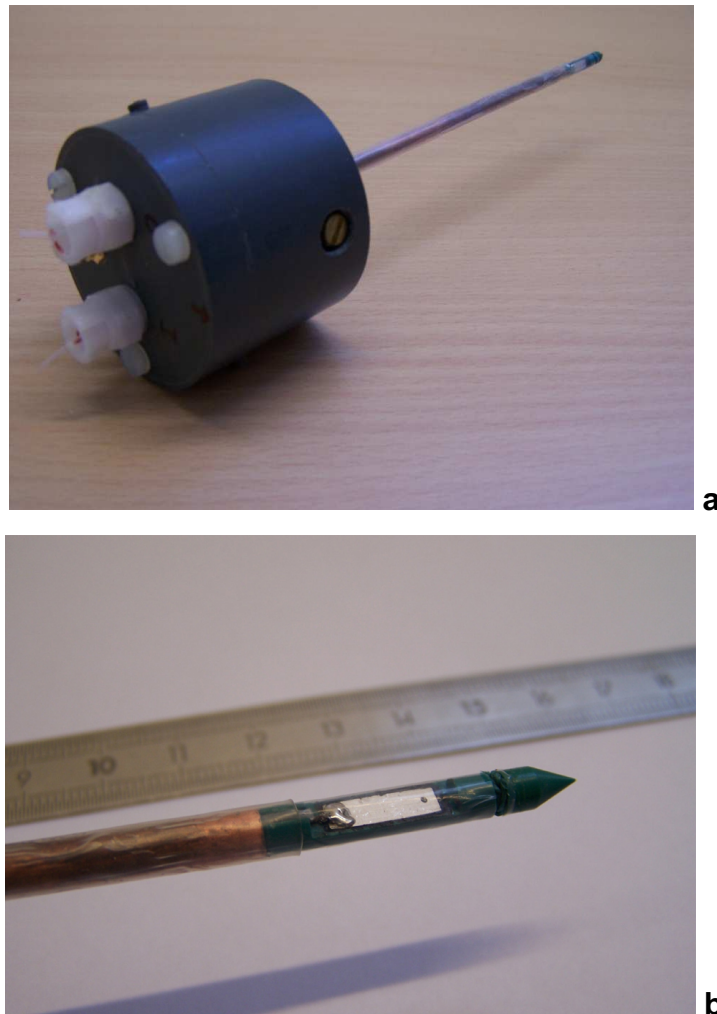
Applicateur ultrasonore interstitiel. a: photographie de l'applicateur de 4 mm de diamètre avec les connexions électriques et de refroidissement par eau. b: gros plan du transducteur et de l'extrémité perçante de l'applicateur.
